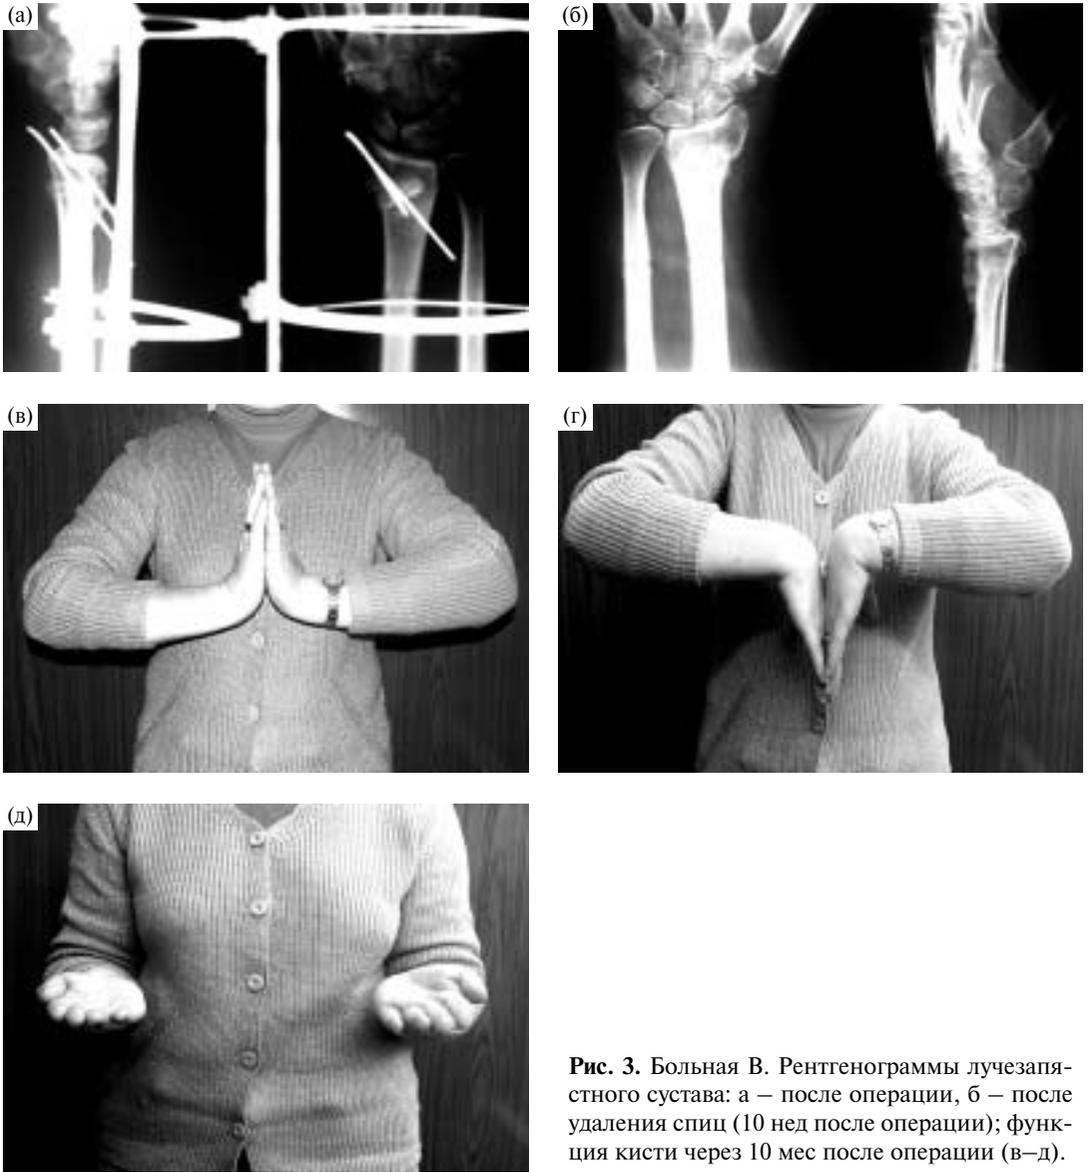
Больная В. Рентгенограммы лучезапястного сустава: а — после операции, б — после удаления спиц (10 нед после операции); функция кисти через 10 мес после операции (в–д).
